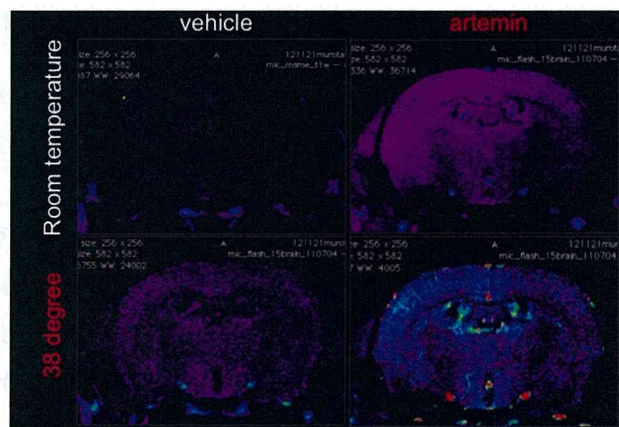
マウスの中樞の興奮の程度を MRI にて評価した。興奮した領域は enhance して確認できる。
